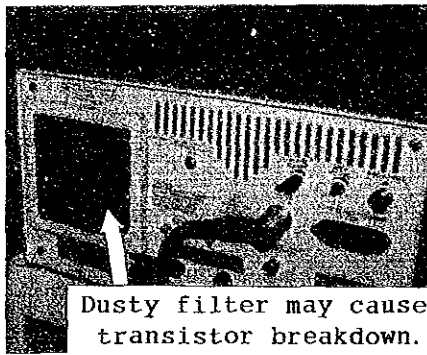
図A パワーオシレーター (超音波ナイフ、ATOM 205)
